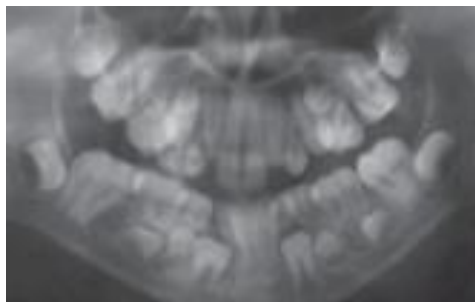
Radiografía Panorámica con diente supernumerario en el maxilar.⁸⁵
